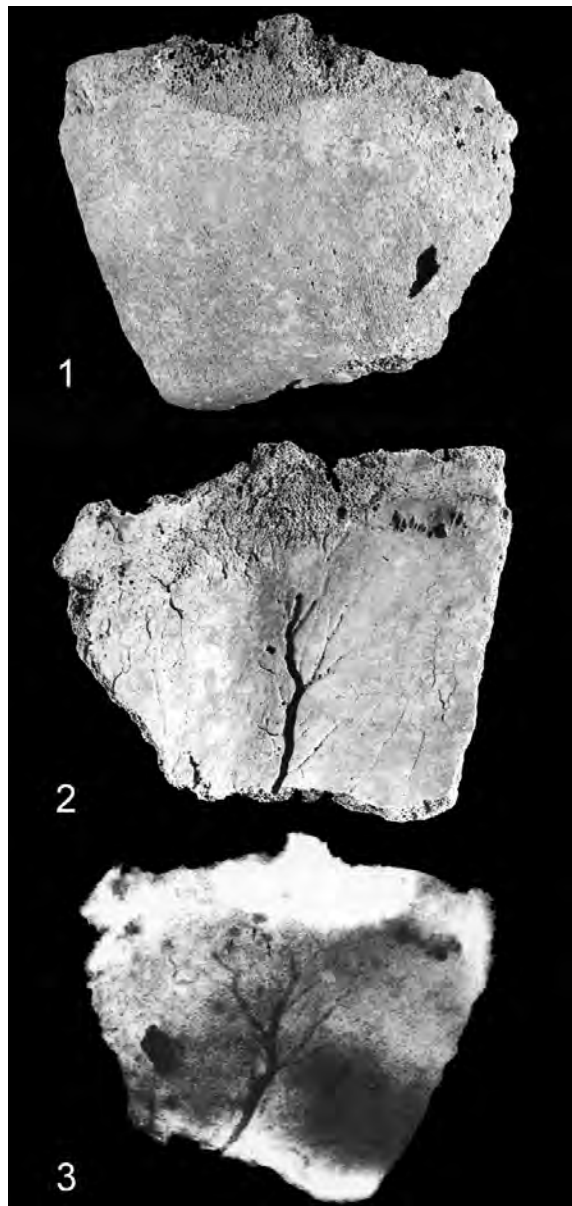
Crani de Monte Argento. 1: cara exocranial; 2: cara endocranial; 3: radiografia.
